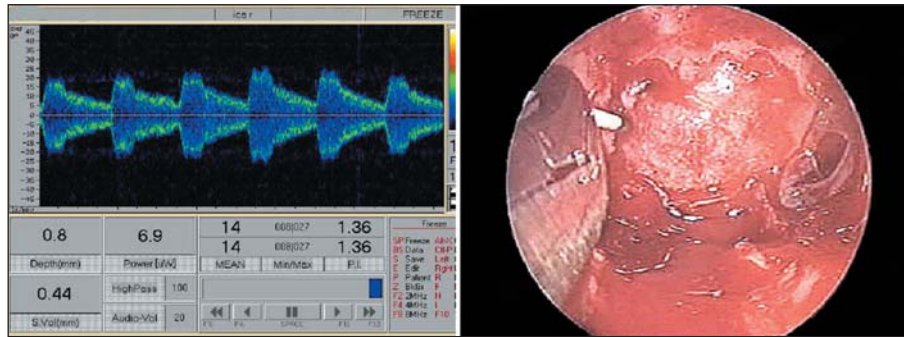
La sonda Doppler ultrasónica microvascular de 16 MHz permite localizar el flujo arterial a profundidades entre 0,5 y 5 mm.
